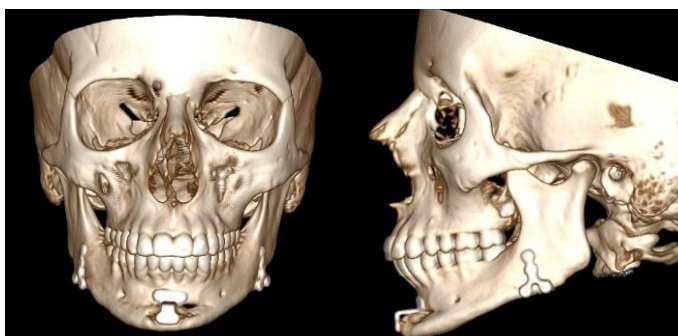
Компьютерная томография после хирургического лечения пациента I группы.
